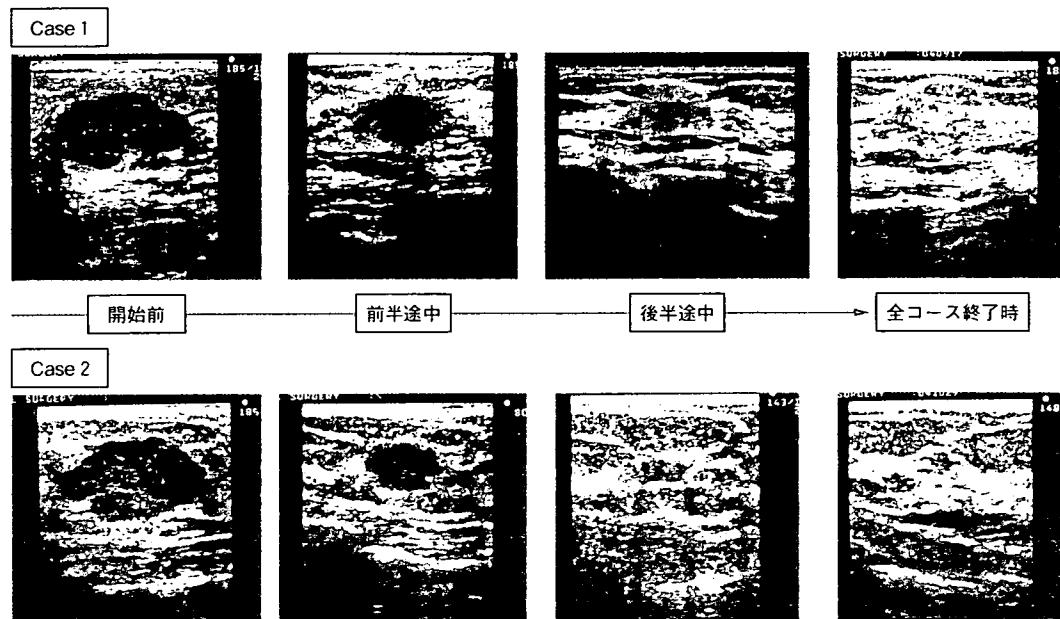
術前化学療法中の超音波モニタリング例—pCRを画像で予測可能か
